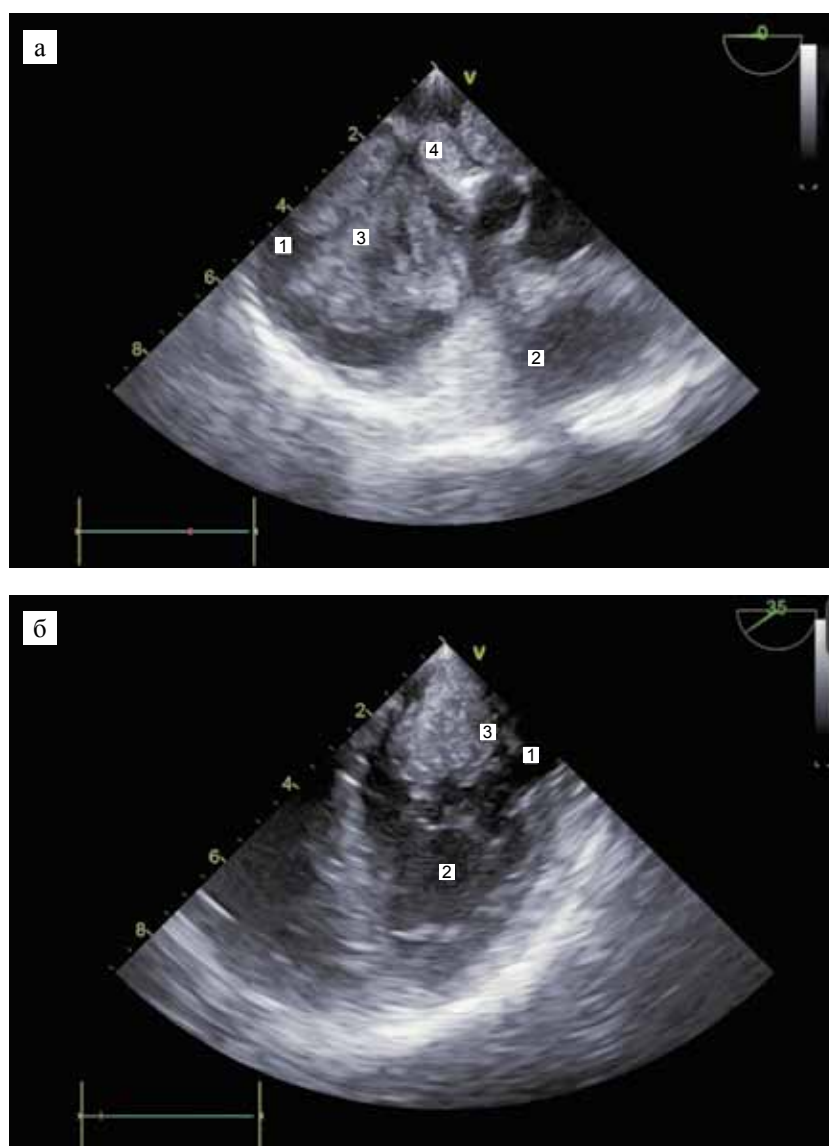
Трансопищеводная эхокардиография: а – правые отделы сердца (1 – полость правого предсердия; 2 – полость правого желудочка; 3 – опухолевые массы; 4 – ножка опухоли); б – левые отделы сердца (1 – полость левого предсердия; 2 – полость левого желудочка; 3 – опухолевые массы)
